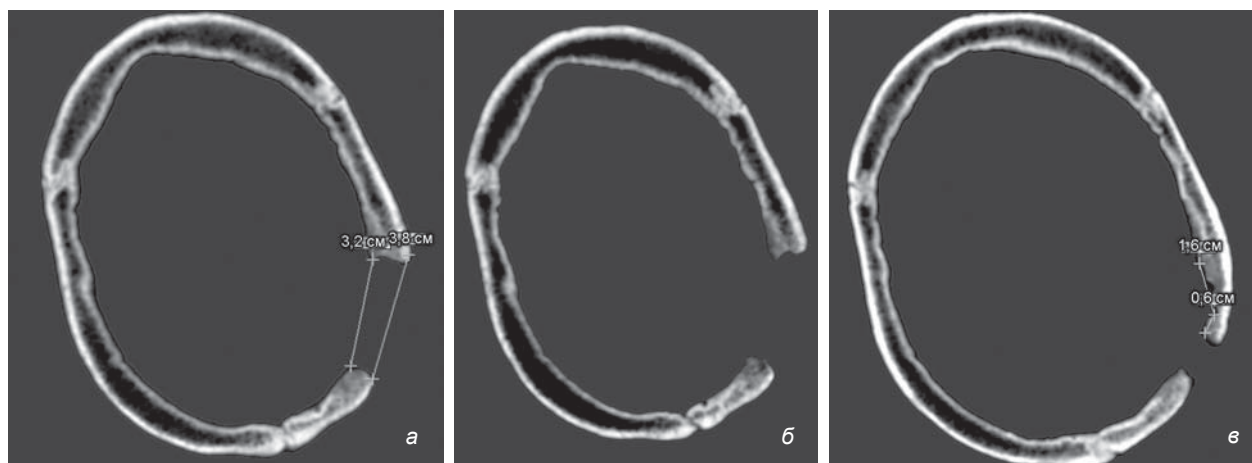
Результат МСКТ черепа: срезы, демонстрирующие максимальные размеры трепанационного дефекта (а), признаки новообразования костной ткани по его краям (б) и признаки узурации кости (в).
